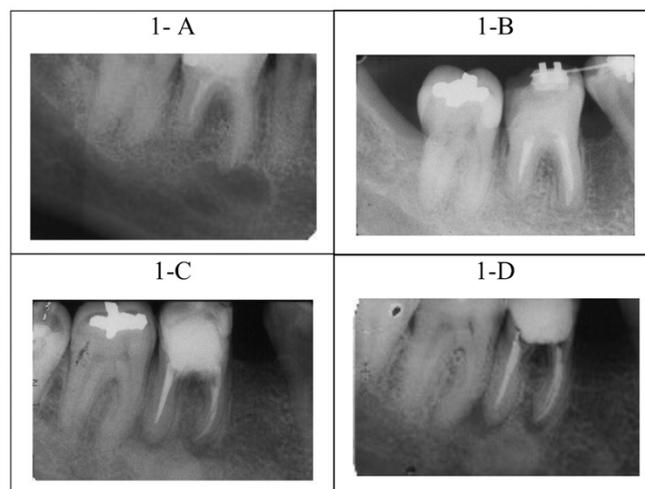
Comparação representativa de radiografia final de tratamento (A e C) e radiografia da avaliação (B e D) mostrando em caso de sucesso (B) e um de insucesso (D).
